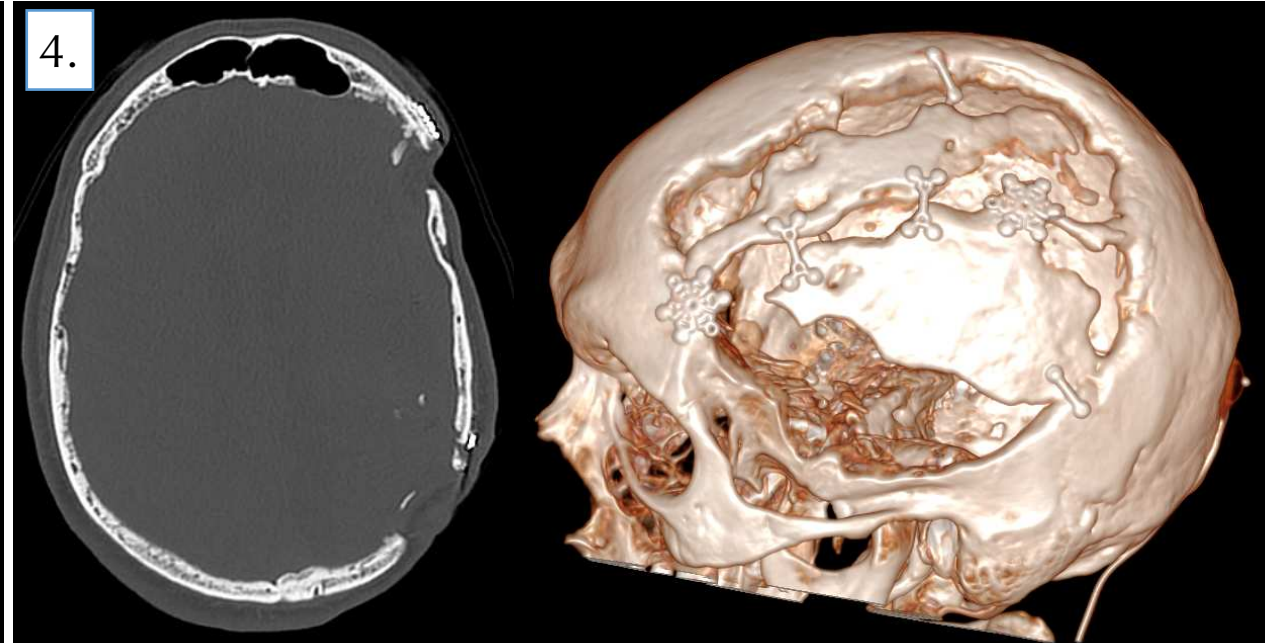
TC helicoidal con reconstrucción en plano axial donde se visualiza craneoplastia parietotemporal izquierda con injerto óseo de banco. A la derecha imagen de reconstrucción en 3D. (Hoja quirúrgica: "3 piezas que unimos con miniplacas, una de trepano y 1 en X entre sí y 3 de anclaje, una de trepano y 2 rectas")
